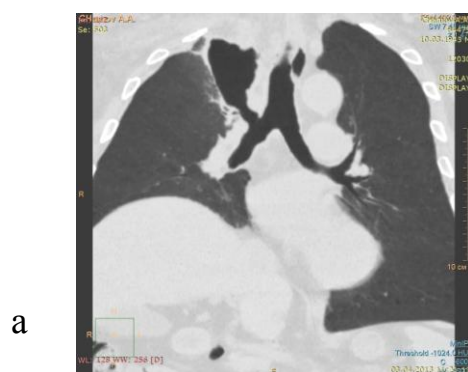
Состояние после правосторонней лобэктомии по поводу рака легкого а)МСКТ через 13 мес после операции – правосторонний фиброторакс б,в) MinIP, 3DVRT реконструкции нативных изображение – неровность
